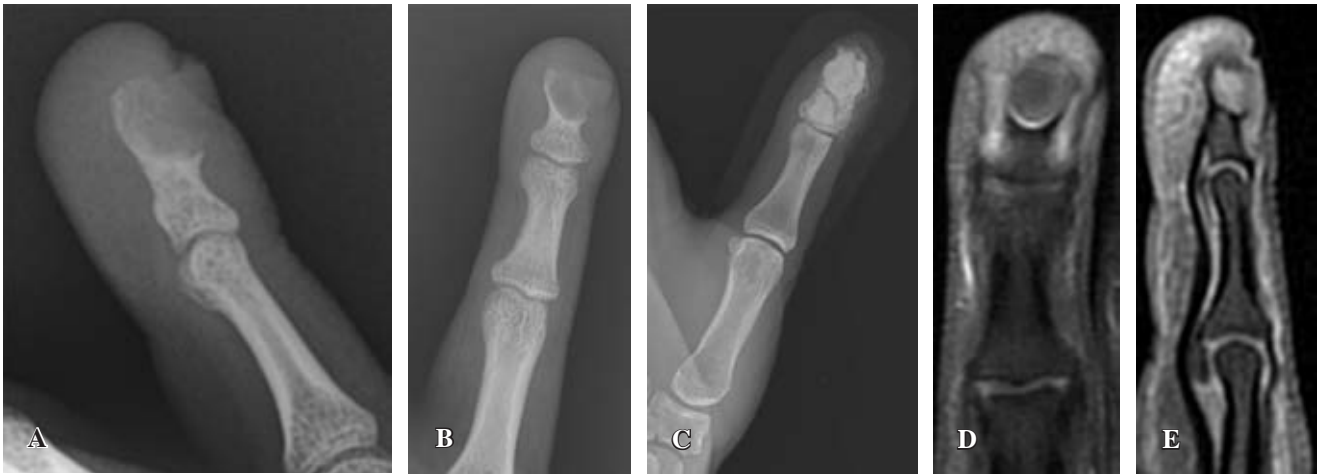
Radiografías y resonancia magnética nuclear. A-C) Puede observarse una lesión lítica en el tercio distal de la falange distal del quinto dedo de la mano derecha. D y E) Se observa una lesión lítica con rotura de la cortical dorsal asociada, compatible con una lesión focal abscesificada.
